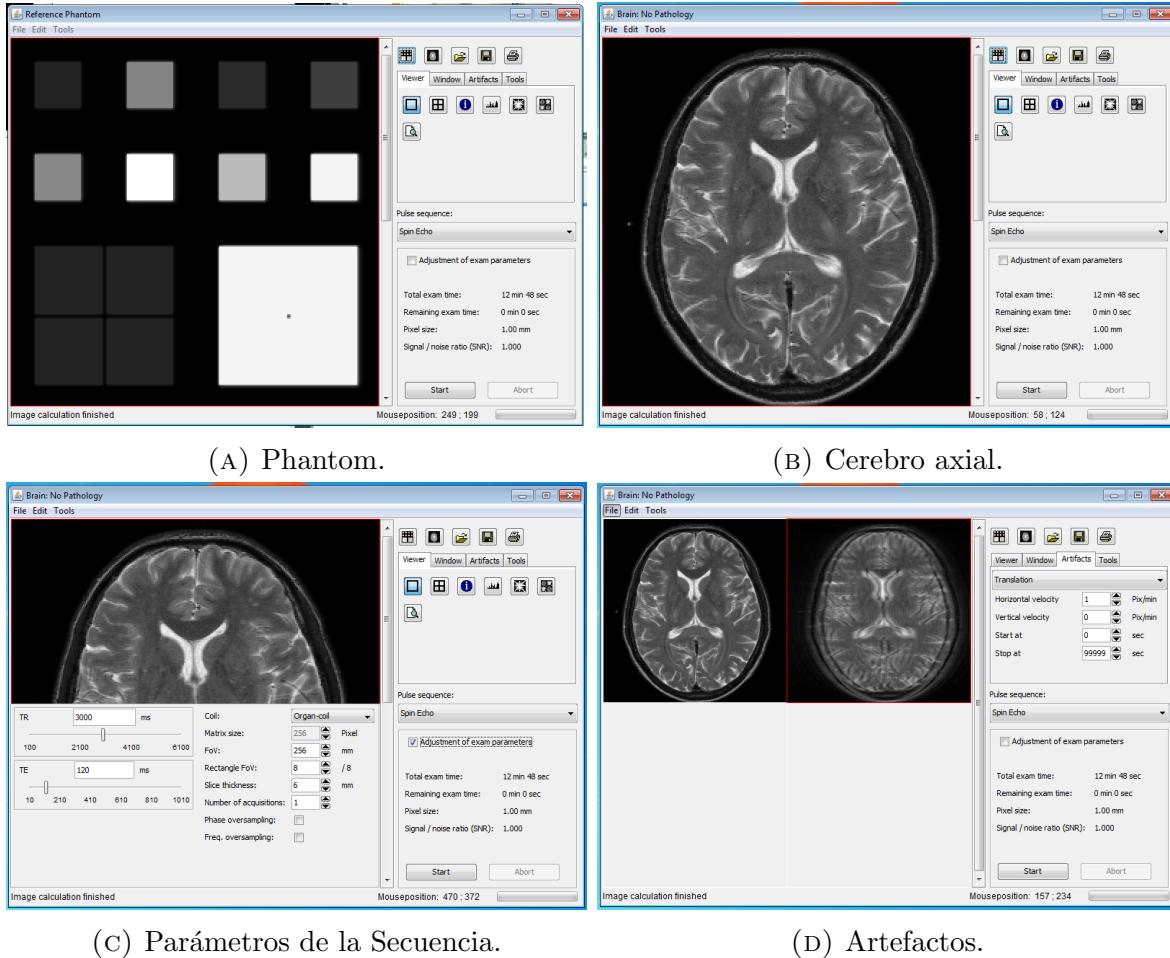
Simuladores educativos: Virtual MRI. Las figuras (A), (B), (C) y (D) muestran diferentes casos de uso del programa Virtual MRI. *Las figuras han sido directamente obtenidas del uso del programa.*
